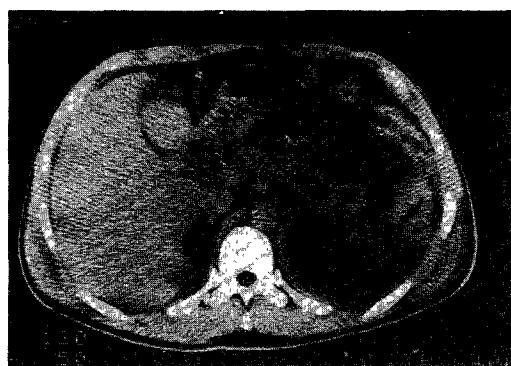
Post-contrast abdominal CT.
